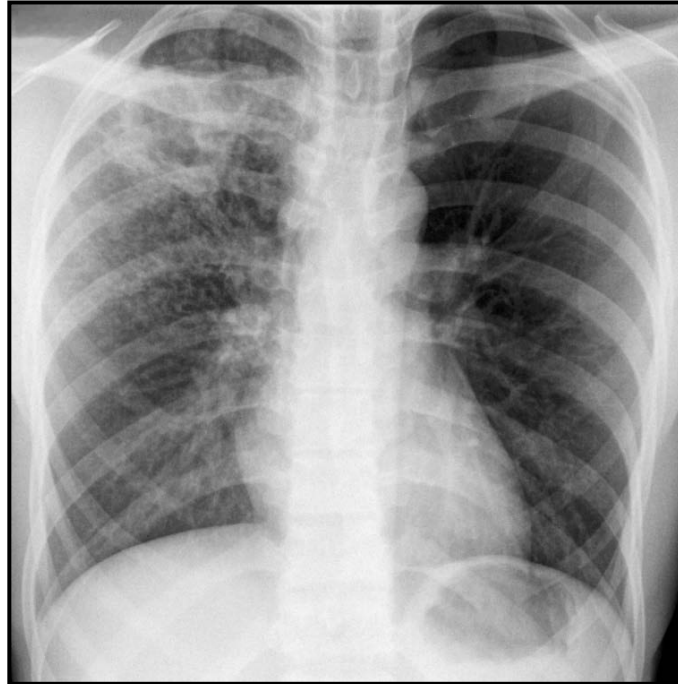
Radiographie du thorax face :Clarté arrondie entourée d'une paroi épaisse au niveau du lobe apicale droit (caverne tuberculeuse droite) et des opacités micronodulaires dans la même zone.(75)
